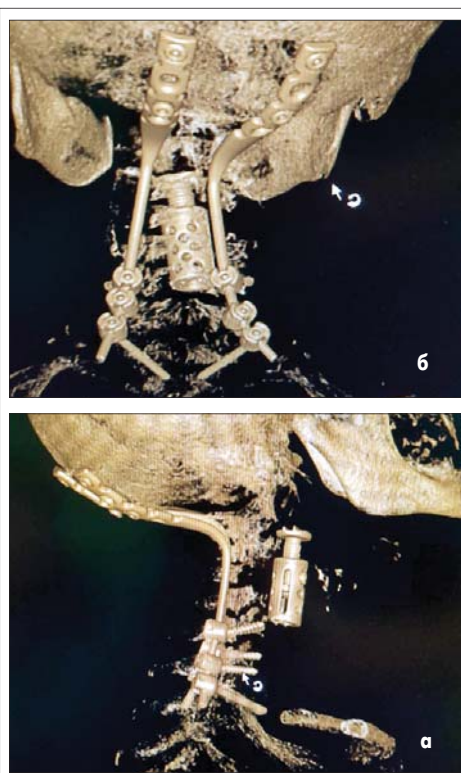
Компьютерная томография головы и шейного отдела позвоночника пациентки Ш. после установления пластин
